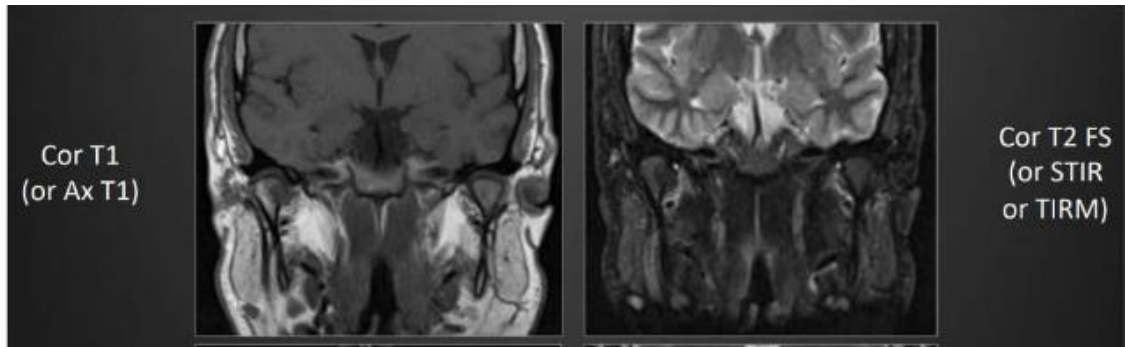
Corte coronal en una Resonancia Magnética. (10)
